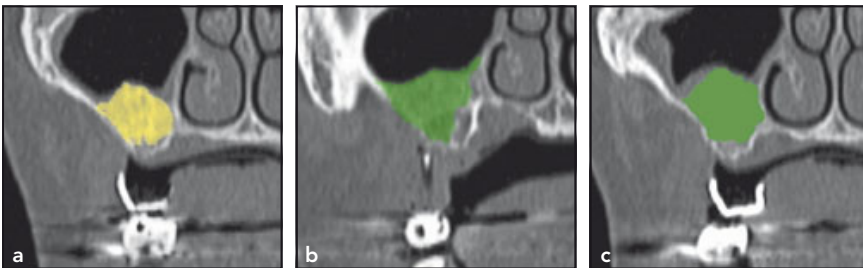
Postoperatives paraxiales CT einer Kieferhöhle (a) der Kontrolle, (b) von T1 und (c) von T2. Die initiale Transplantathöhe ist erkennbar.
